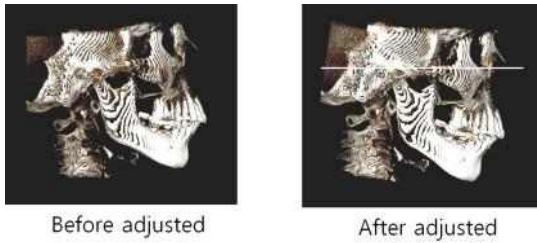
CT image adjusted to FH plane.
